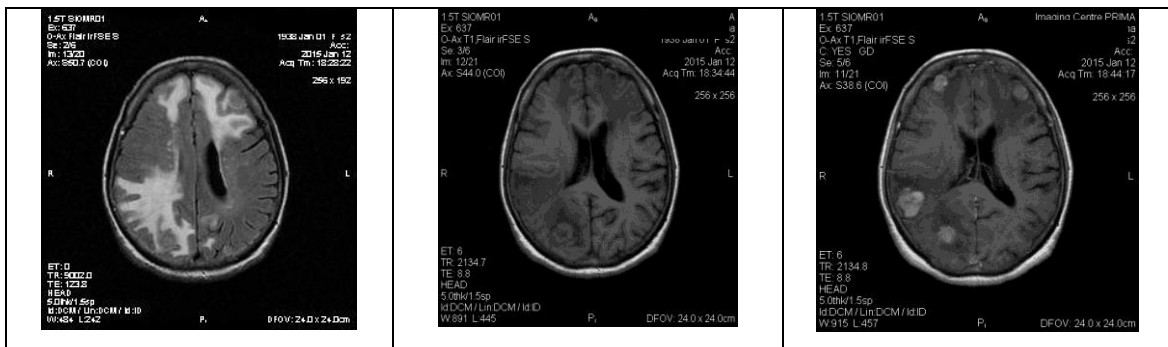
Depozitime sekundare në FLAIR dhe T1 pre dhe post Gd. Edema e theksuar mjaft jo proporcionale me përmasat e depozitimeve sekundare të cilat përforcojnë intenzivisht kontrastin.
